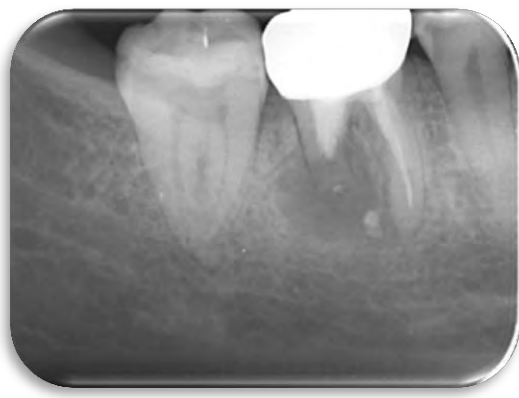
Radiografía control a los 18 meses
